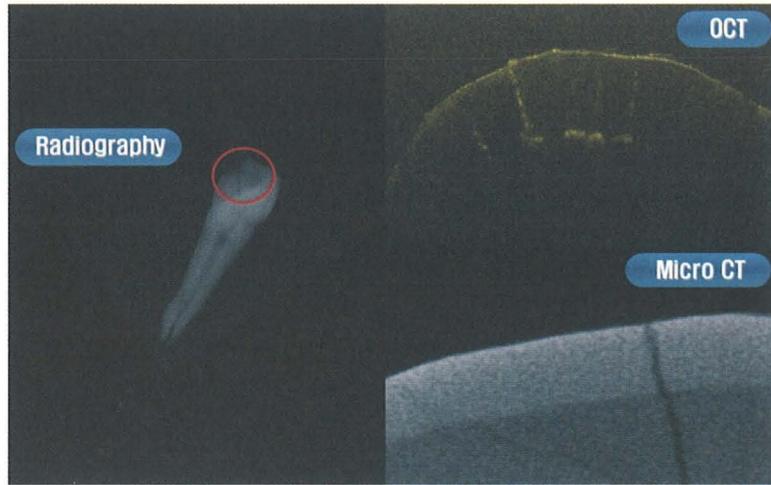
구내표준방사선, OCT, 전산화 단층촬영장치를 통해 촬영한 치아 균열선. 구내표준방사선 사진에서 한 개의 치아 균열선이 관찰된다 (왼쪽). 뚜렷한 두 개의 치아 균열선이 OCT 단면영상 (오른쪽, 위)에서 관찰되며 이는 전산화 단층촬영 영상 (오른쪽 아래)에서도 관찰된다.
